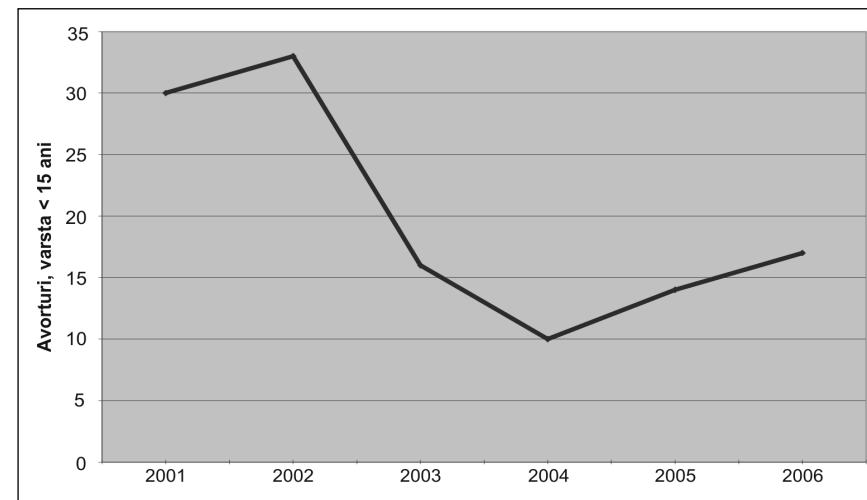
Numărul de avorturi la femeile în vârstă până la 15 ani în RM, aa.2001-2006 (abs.)
